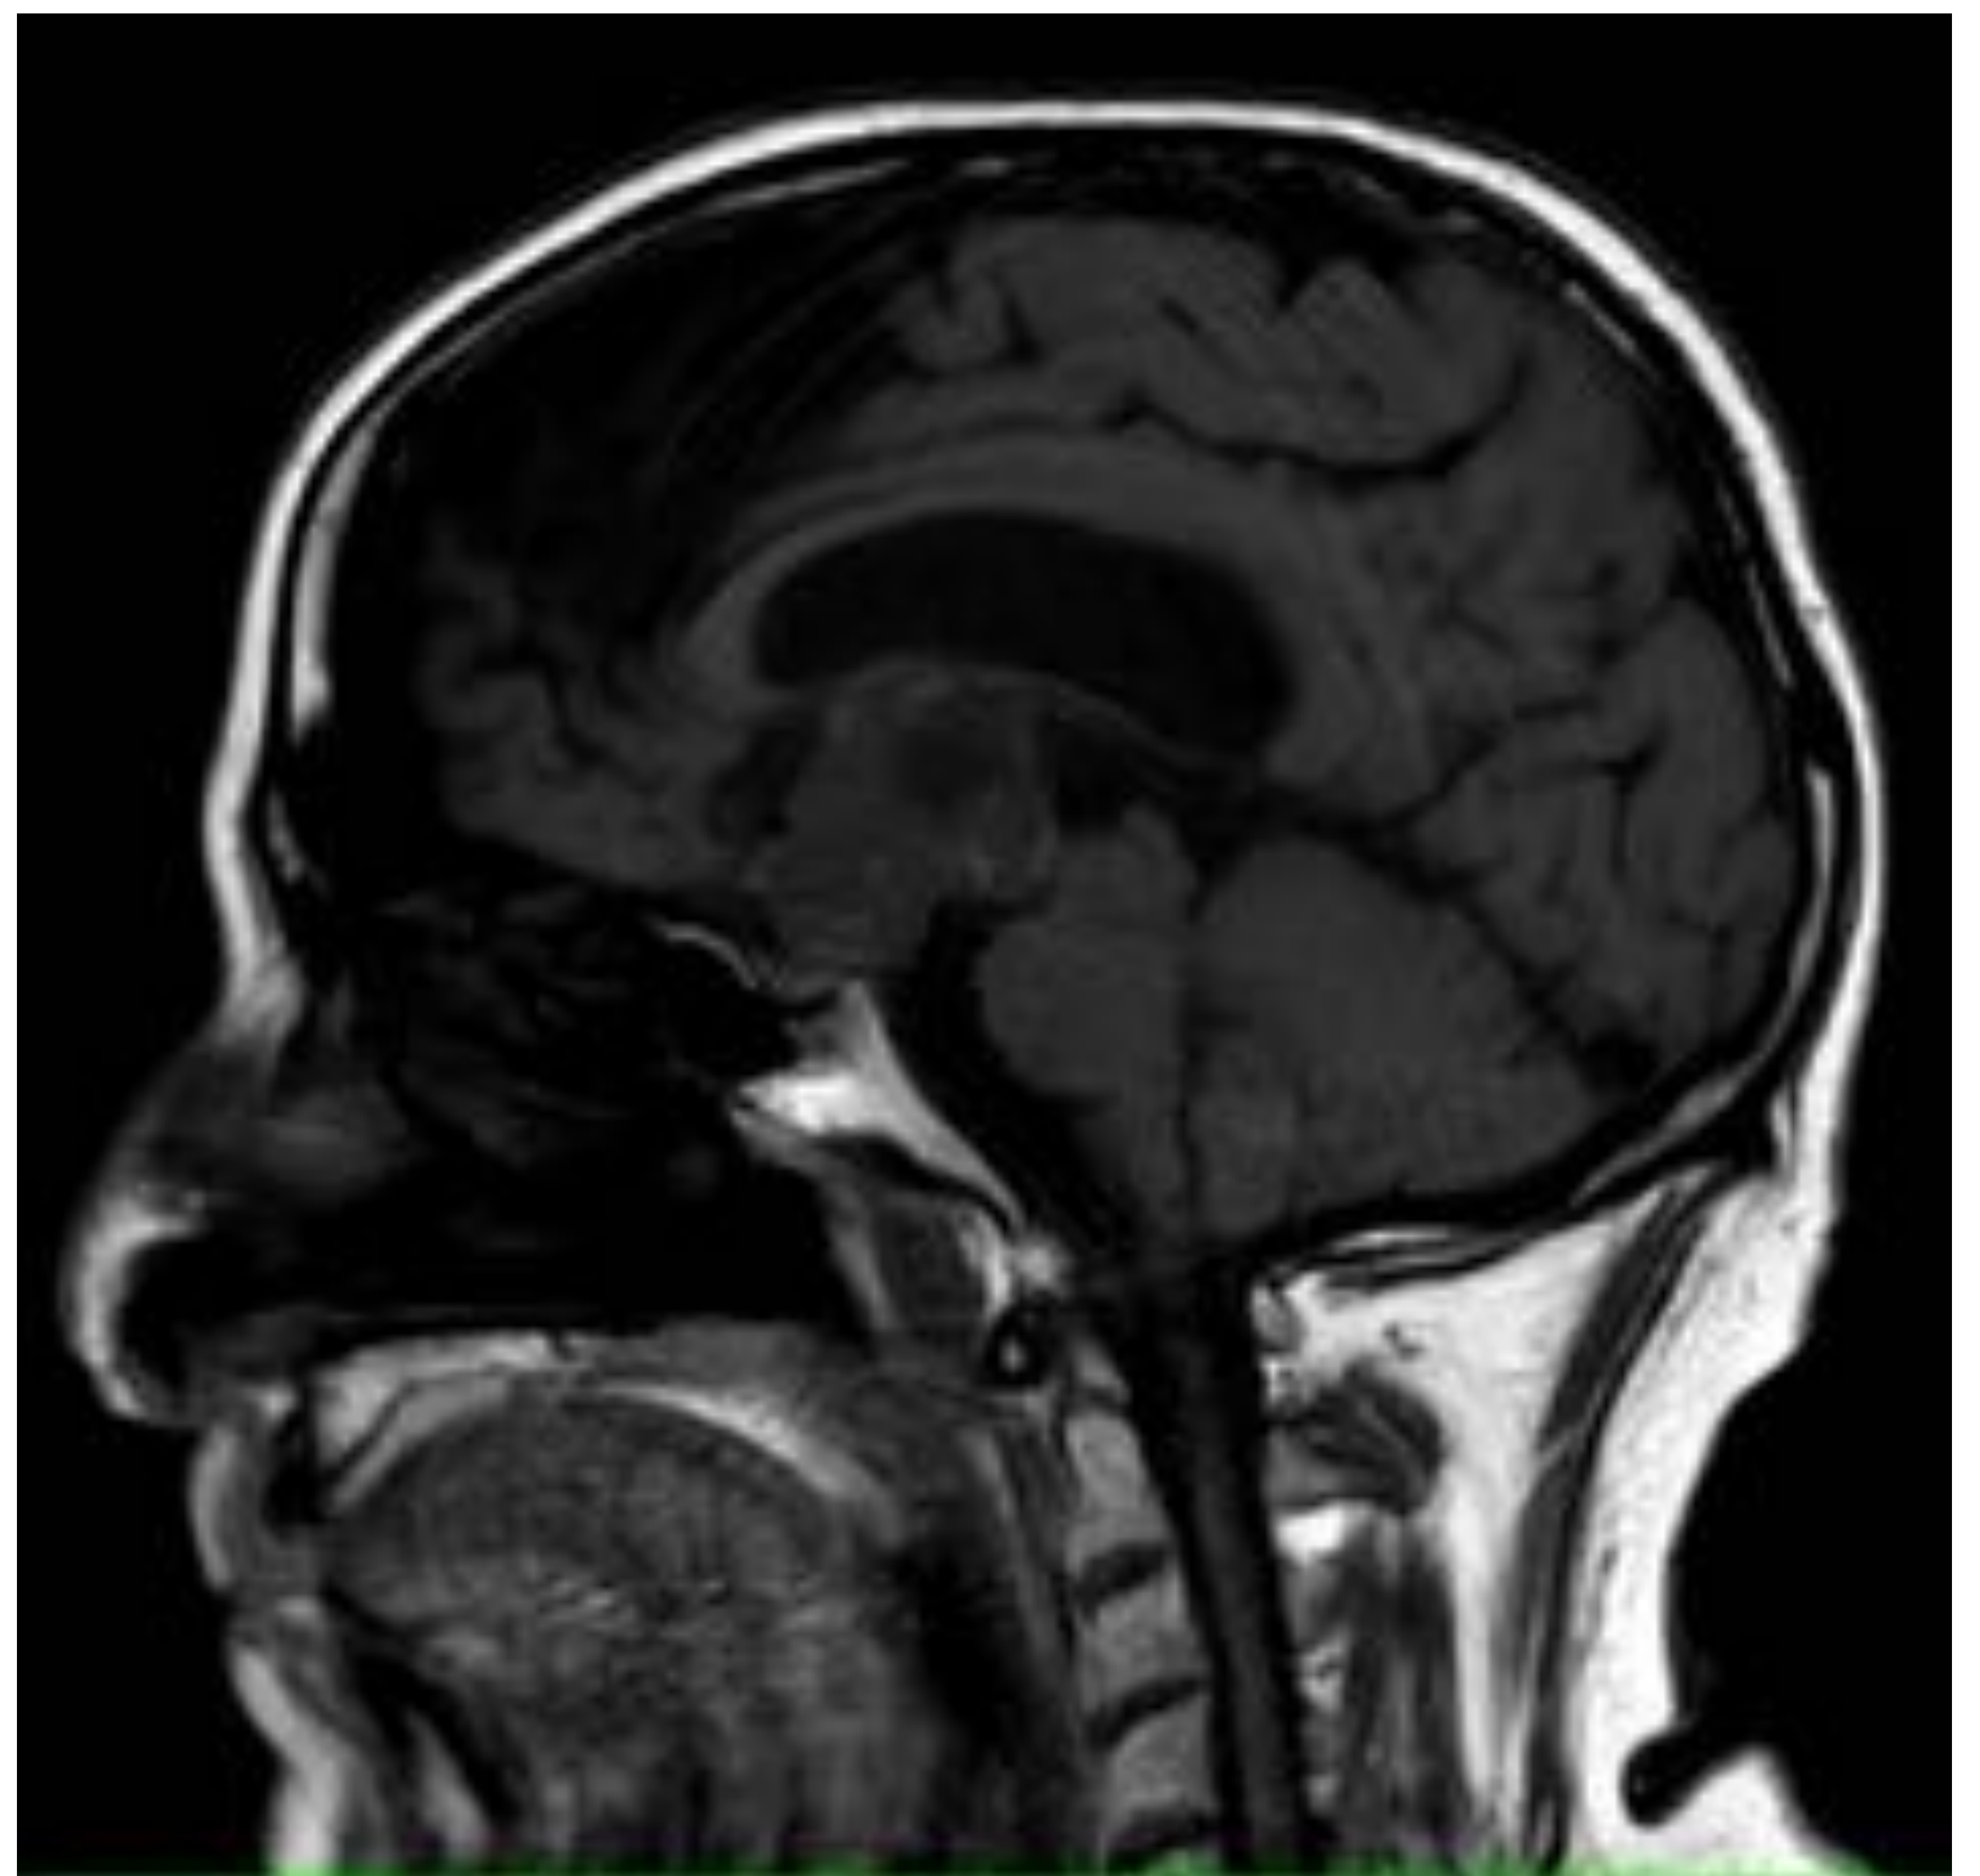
TC axial y RM: T1 sagital, T2* axial
